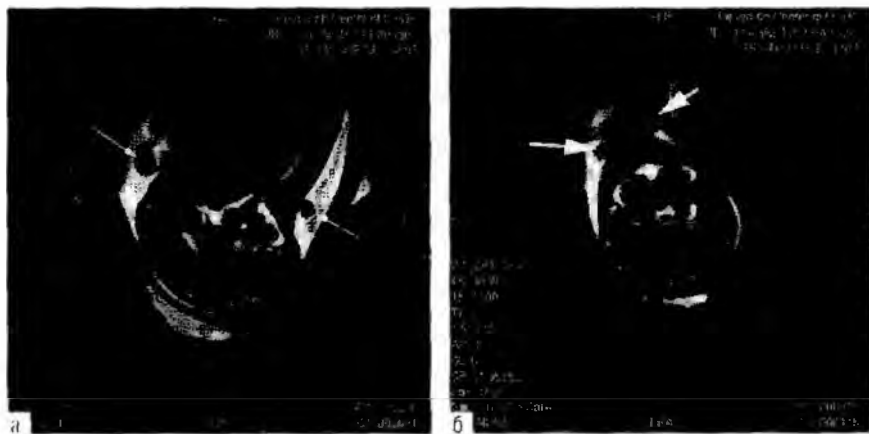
Головной мозг внутриутробных плодов на 38-й (а) и 39-й (б) неделях беременности с подозрением на внутриутробную гипоксию плода. В сагиттальной (а) и коронарной проекции (б) МР-миелограмм существенных изменений структуры головного мозга плода не выявлено. При МРТ было также обнаружено однократное (а) и двукратное (б) обвитие шеи плода пуповиной (отмечено стрелками).
